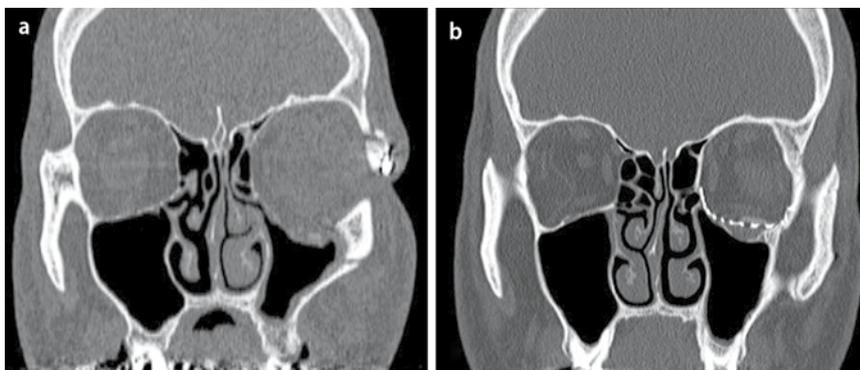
a Koronares CT. Ursache für einen posttraumatischen Enophthalmus ist die in Dislokation verheilte Fraktur des Jochbeinkomplexes und der inneren Orbita. Im koronaren CT sind die orbitale Volumenvergrößerung a präoperativ und b das Ergebnis 1 Jahr nach Orbitarekonstruktion mit regelrechter Orbitadimension dargestellt
